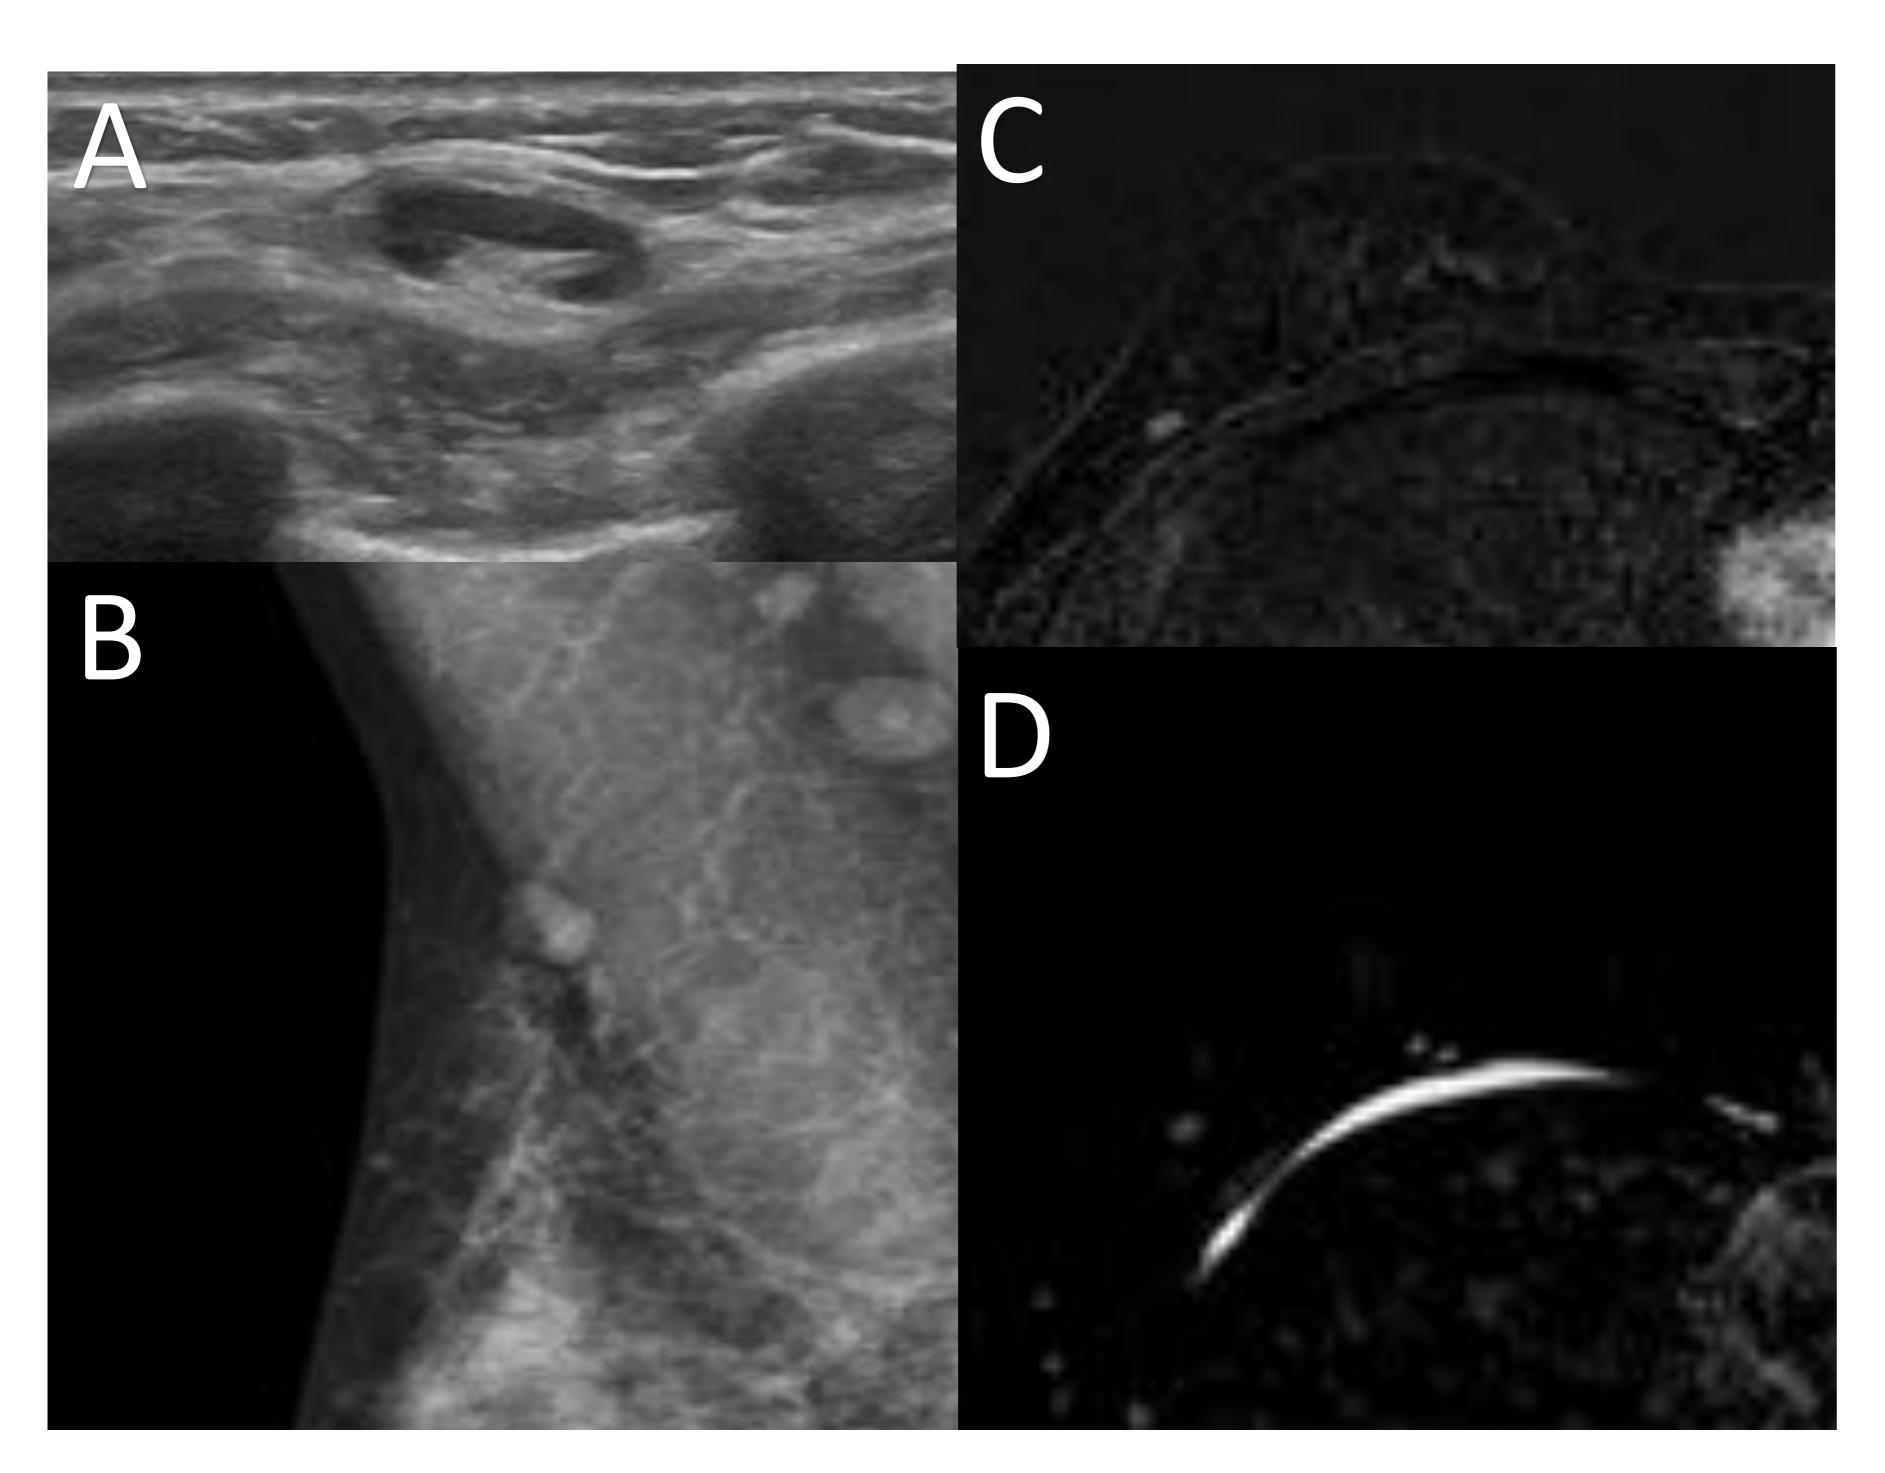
Ganglio intramamario. A) El aspecto normal de un ganglio en ecografía es la de una estructura ovalada, de márgenes bien definidos y con un centro hiperecogénico. B) En mamografía son lesiones ovaladas con un centro radiolúcido. C) En RM captan contraste de manera homogénea, como se muestra en esta secuencia potenciada en T1 con supresión grasa y es hiperintensa en T2, como se muestra en la imagen D).
